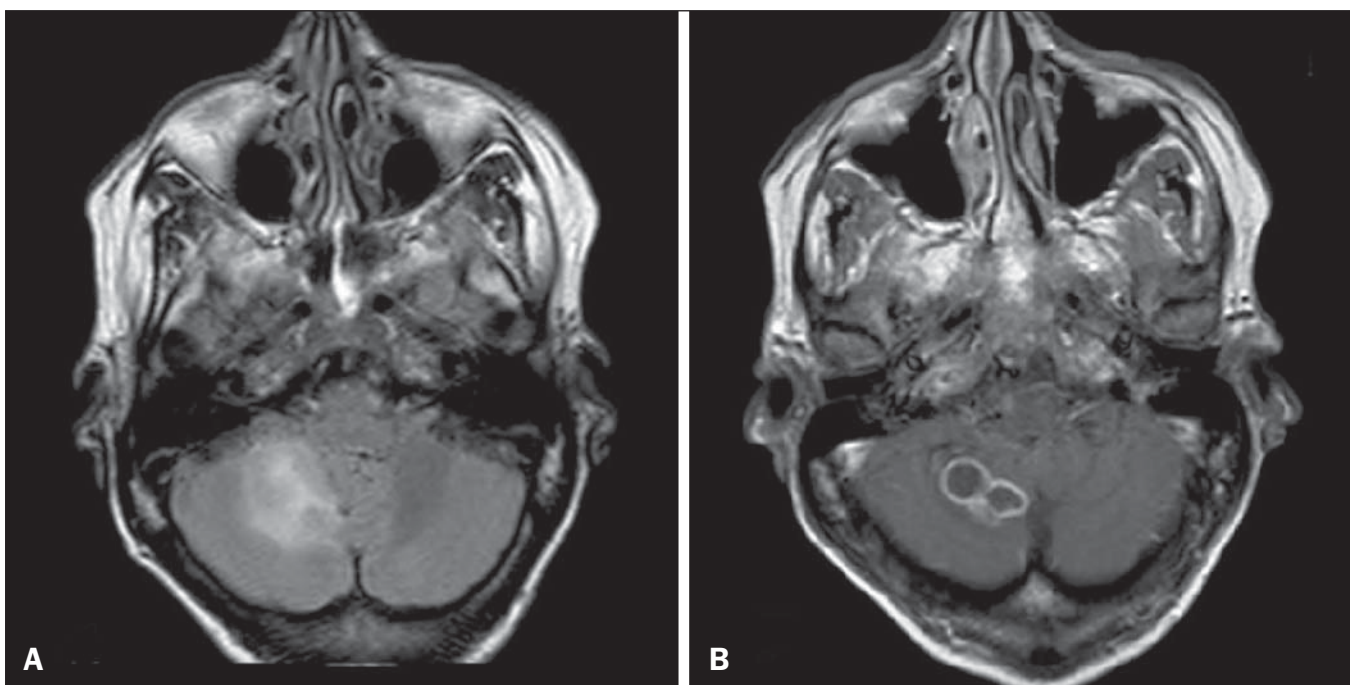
Tuberculose. A: RM axial FLAIR demonstra lesões com edema vasogênico. B: Múltiplas lesões com realce anelar no hemisfério cerebelar direito, com edema vasogênico e hipointensidade central nas imagens ponderadas em T1 após injeção do meio de contraste gadolínio.
